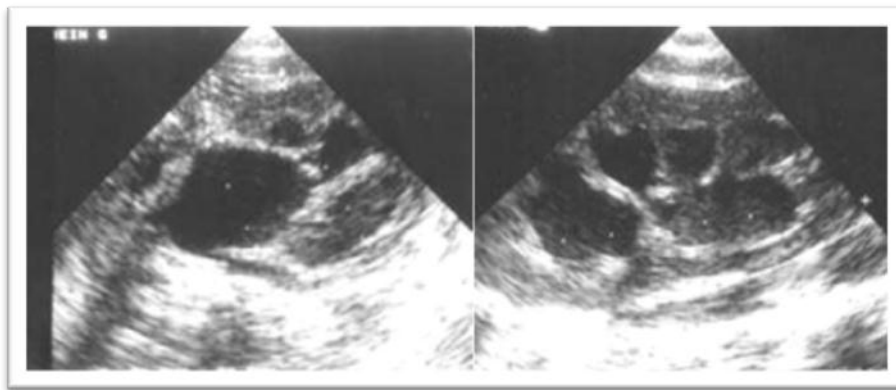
Syndrome de jonction pyélo-urétérale. Coupes échographiques axiale et longitudinale du rein gauche montrant une dilatation pyélo-calicielle. [15]
